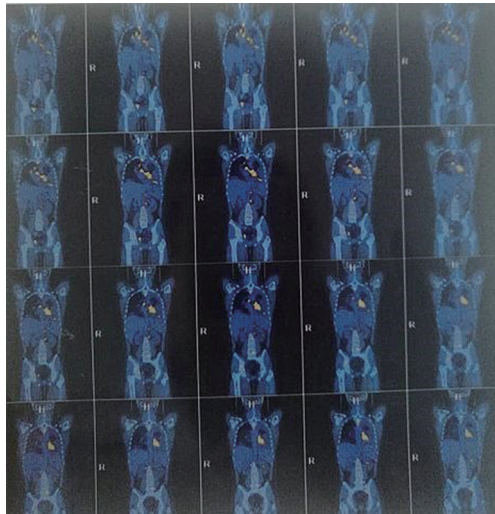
PET-CT示左肺下叶伴糖代谢异常增高的块影, 全身多处淋巴结转移左侧横膈转移, 脾转移, 全身多发骨转移
